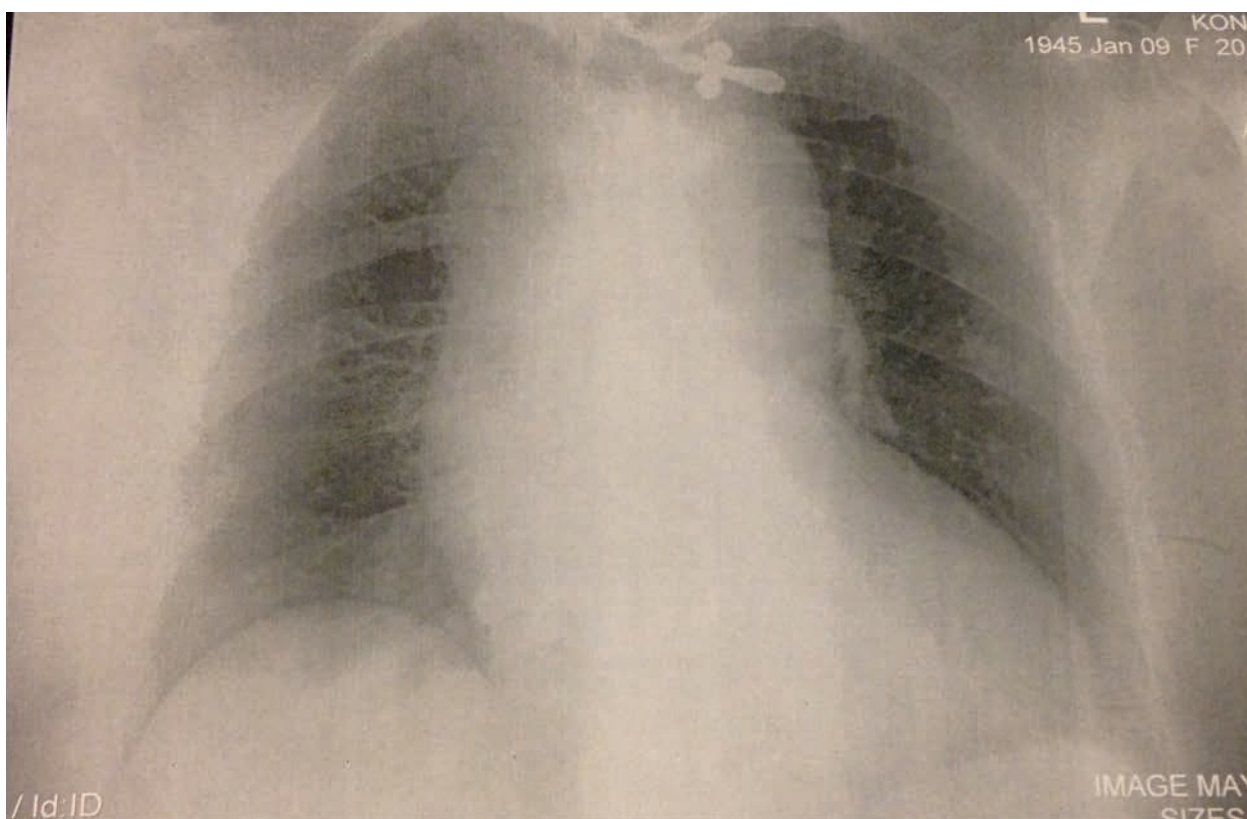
Рентгенограмма органов грудной клетки больной К.
